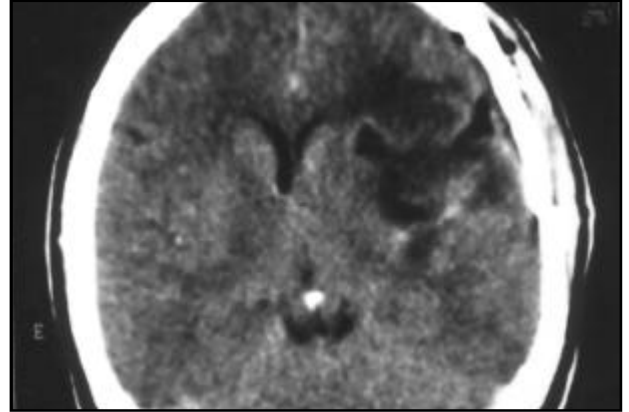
Tomografia computadorizada de crânio realizada na primeira semana de pós-operatório.
